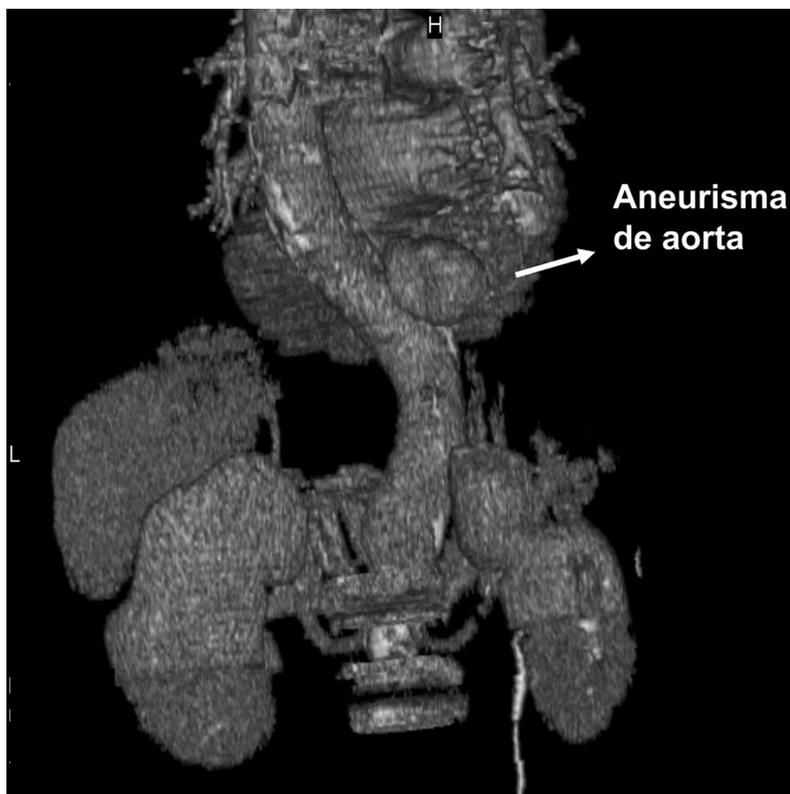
Angio-TAC de cortes finos tras la administración de contraste en vena periférica. Se observa aneurisma de aorta abdominal con imágenes de placas de ateroma, en forma de manchas blancas que aparecen en la pared de la aorta.
